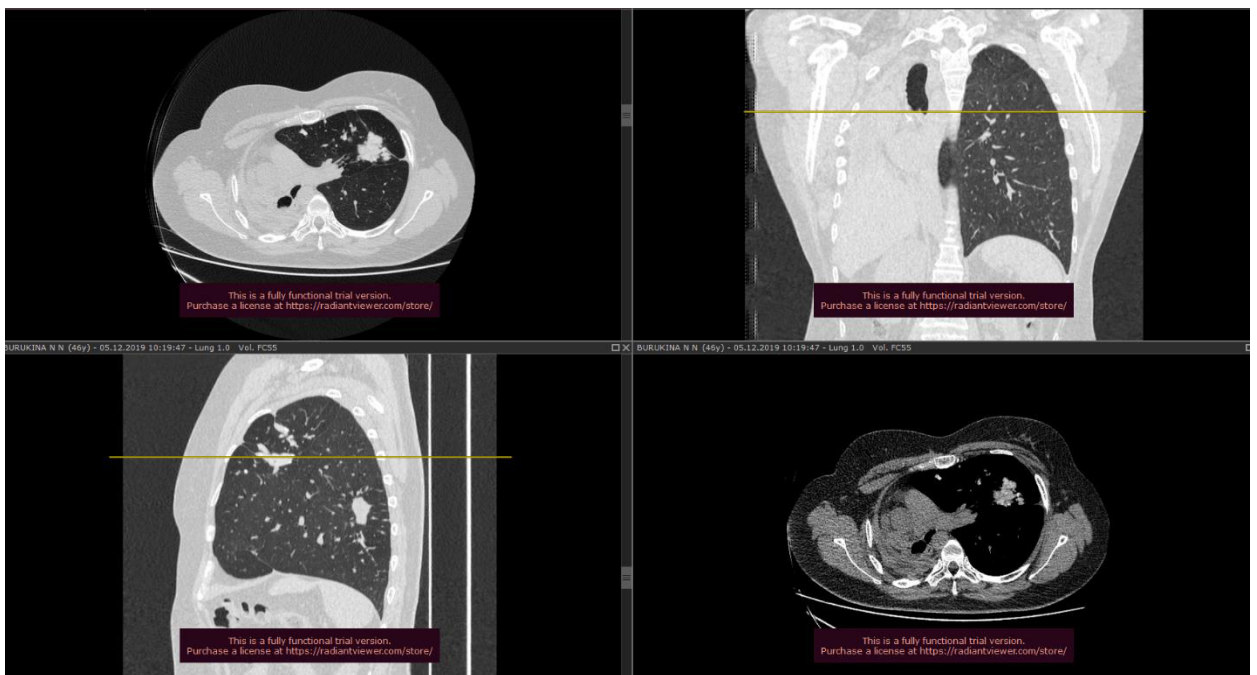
МСКТ картина через 4 года после оперативного вмешательства
